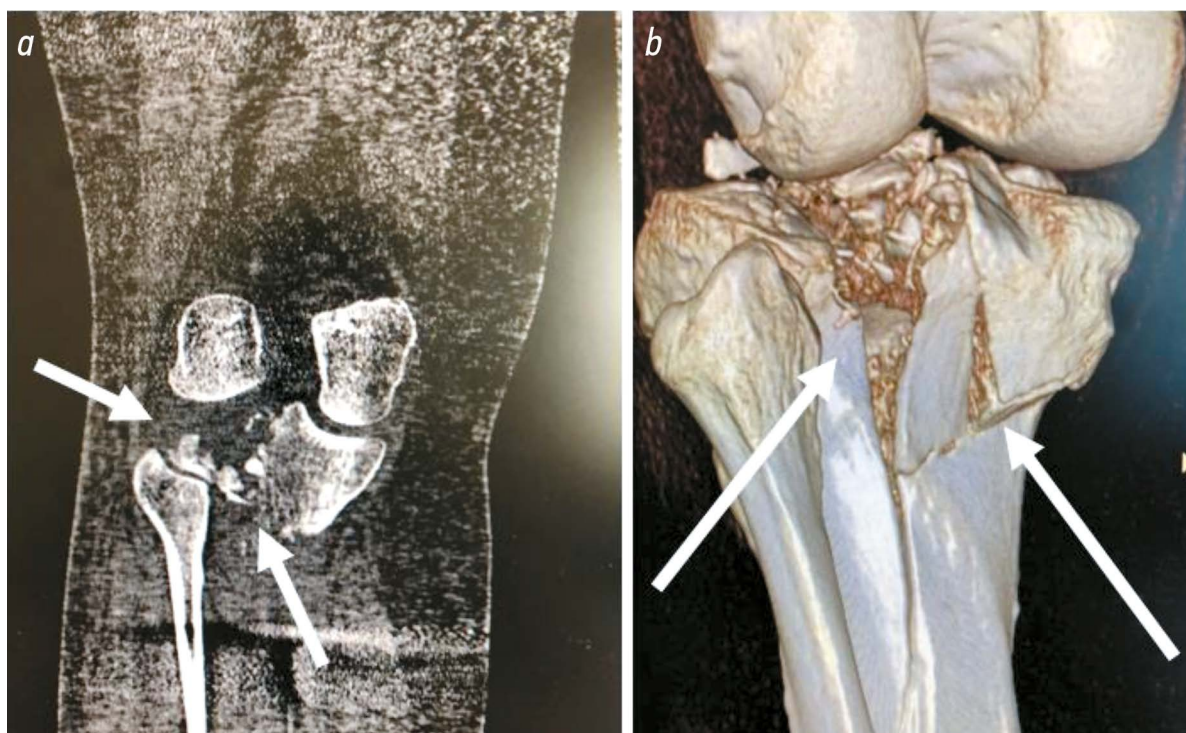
Компьютерная томография коленного сустава, выполненная пострадавшему после падения с электросамоката: *a* — стрелками обозначена локализация многооскольчатого перелома мыщелка большеберцовой кости; *b* (3d-реконструкция) — стрелками обозначена локализация оскольчатого перелома на уровне плато (мыщелка) большеберцовой кости.
